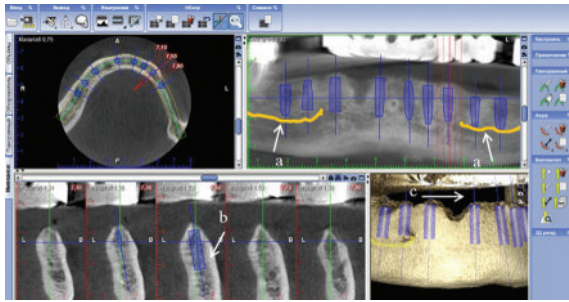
Planificarea inserării implantelor în baza tomografiilor computerizate cu fascicol conic:
